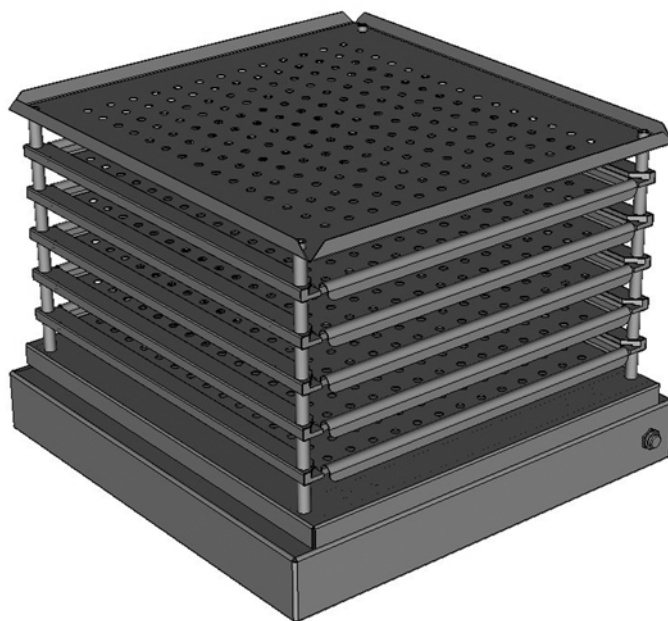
Трехмерная компьютерная модель электромеханического модуля, обеспечивающего заданный режим перемешивания тромбоцитосодержащих трансфузионных сред (вид спереди)
